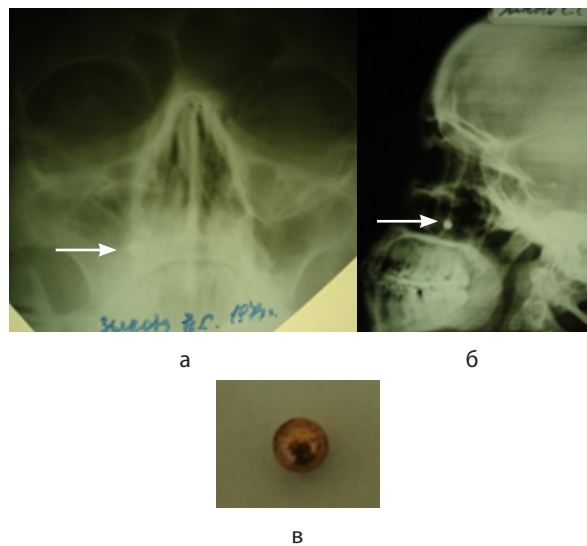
Рентгенограмма черепа: а – носо-подбородочная проекция; б – боковая проекция (инородное тело в правой верхнечелюстной пазухе); в – инородное тело, извлеченное из верхнечелюстной пазухи (фото).
